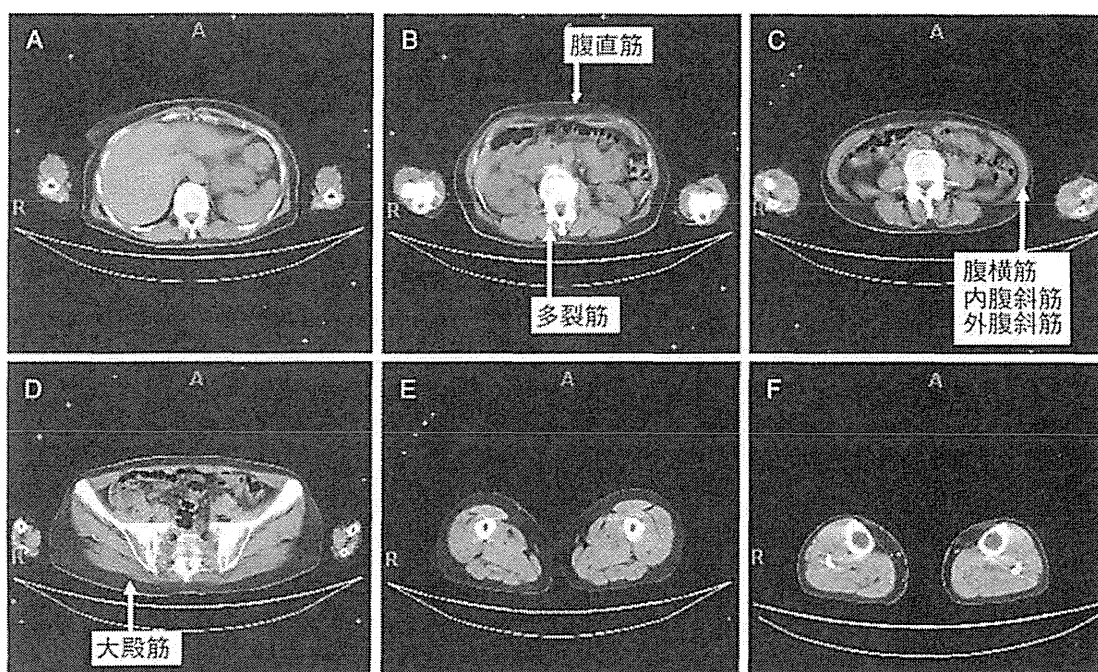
筋CT scan(上段:A, B, C 下部体幹, 下段:D 骨盤部, E 大腿, F 下腿の撮像) 2009年4月8日に撮影され, 腹直筋, 傍脊柱筋, 腸腰筋, 大殿筋などの萎縮を認めた.
